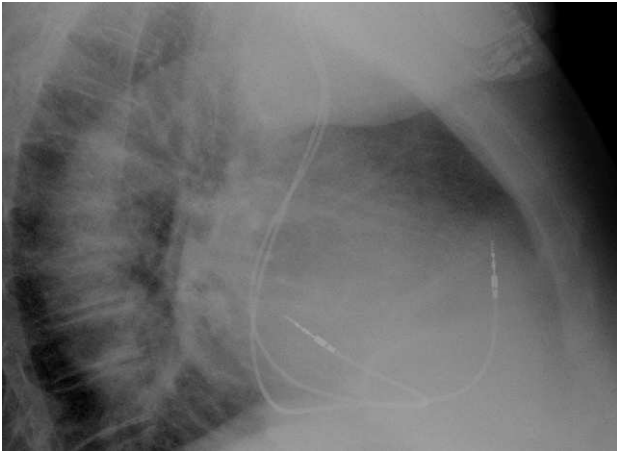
Radiografía de tórax lateral, con electrodo distal ventricular en tracto de salida del ventrículo derecho.
